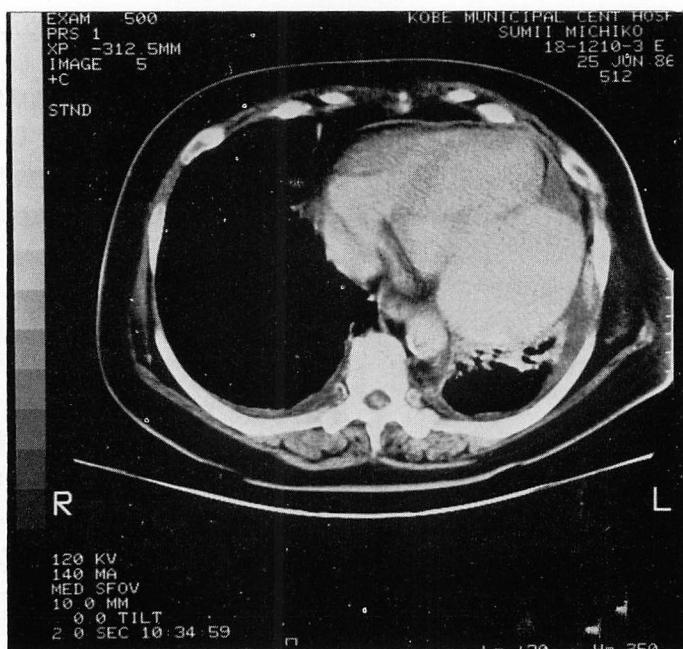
X-ray CT image of a left ventricular pseudoaneurysm.
